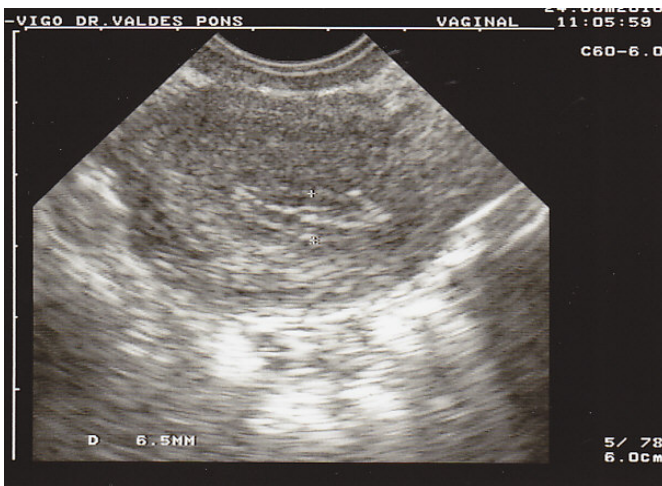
Ecografía vaginal: visión del cuerpo uterino
